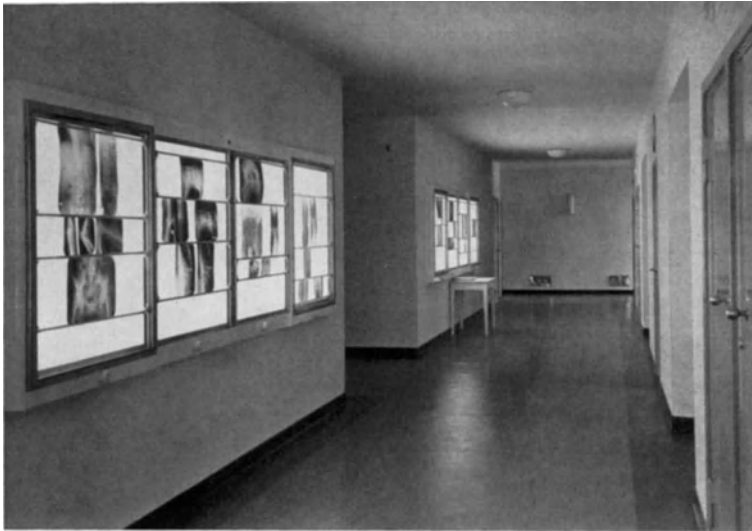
Röntgenbilderbetrachtungskästen im Quergang der Röntgenabteilung.
